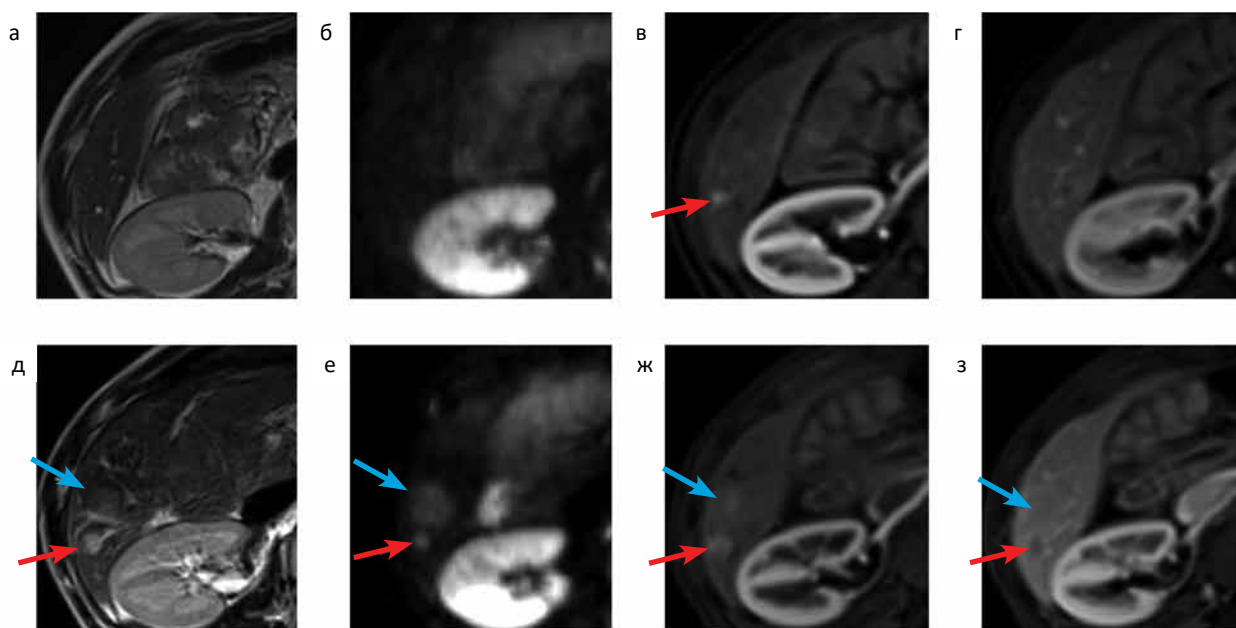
МРТ органов брюшной полости, аксиальная плоскость: в SVI печени выявлен очаг активного накопления МРКС в артериальную фазу (красная стрелка), не визуализирующийся на других последовательностях, который следовало дифференцировать между метастазом и перибилиарной артерио-портальной фистулой (а — T₂-ВИ; б — ДВИ (b = 800); в — T₁ в артериальную фазу, г — T₁-ВИ в венозную фазу). При контрольном исследовании через 3 мес отмечалось увеличение размера очага (красная стрелка), появление ограничения свободной диффузии молекул воды, активного накопления МРКС преимущественно по периферии начиная с артериальной фазы с формированием в центральных отделах зон некротических изменений, не накапливающих МРКС, что свидетельствовало о метастатическом характере образования (д — T₂-ВИ; е — ДВИ (b = 800); ж — T₁ в артериальную фазу, з — T₁-ВИ в венозную фазу). Также отмечается появление новых очагов, аналогичных вышеописанному (синяя стрелка)
